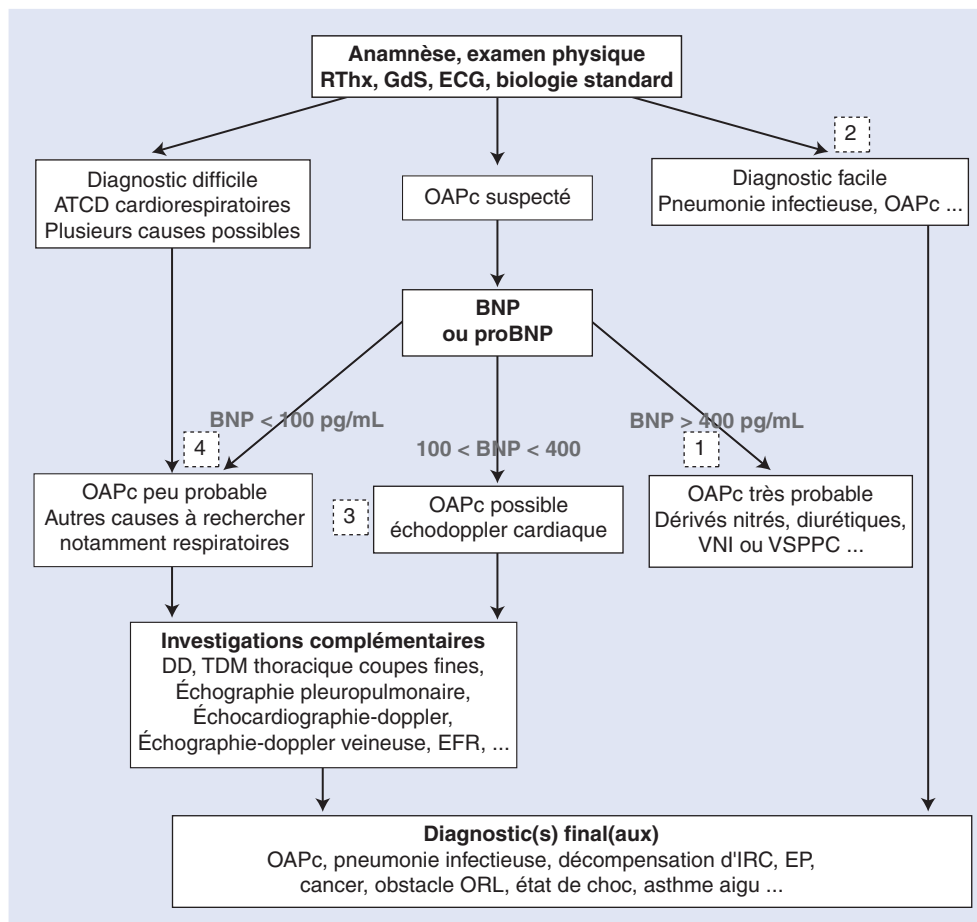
Arbre décisionnel. Dyspnée aiguë intégrant le dosage du BNP. 1 Le dosage de la troponine et l'échocardiographie-doppler permettent un diagnostic étiologique de la cardiopathie. 2. Bien que le BNP soit inutile, lorsque l'OAPc est évident, certains auteurs recommandent son dosage à visée pronostique. 3. Lorsque la valeur du BNP est comprise entre 100 et 400 pg/ml, l'interprétation est plus délicate et nécessite des explorations complémentaires. 4. Lorsque le BNP est inférieur à 100 pg/ml, l'ICA est très peu probable.
